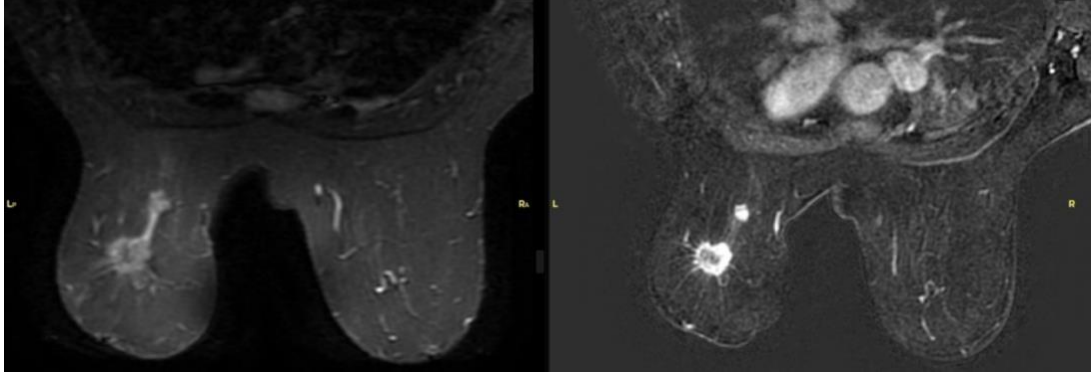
Olgunun preoperatuar MRG incelemesinde; sol memede üst orta kadranda santral yerleşimli ciltte retraksiyona neden 5 cm boyutunda subtraction görüntülerde (b) multi lobüle kenarlı heterojen kontrastlanan kitle mevcut. Aksiyel ve sagittal STIR TSE görüntülerde (a,c) peritümöral ve prepektoral alanda olmak üzere yaygın ödem mevcut. MIP görüntülerde (d) sol aksillada korteksi kalınlaşmış 2cm çapında lenf nodu mevcut.
